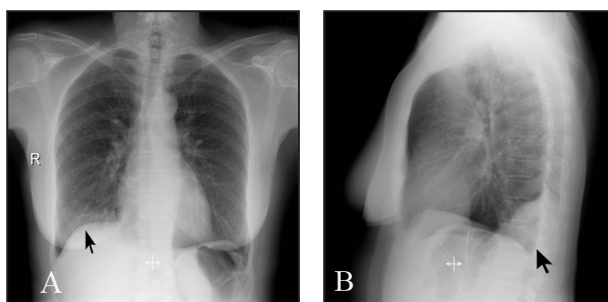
Radiographie thoracique (A : face et B : profil), condensation parenchymateuse lobaire inférieure droite avec épaissement péri-bronchique diffus sans épanchement.
